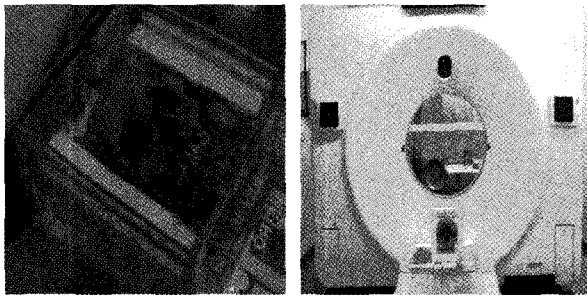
Dry skull is fixed in the acrylic box full of water. The acrylic box is positioned on the CT Hispeed Advantage.
